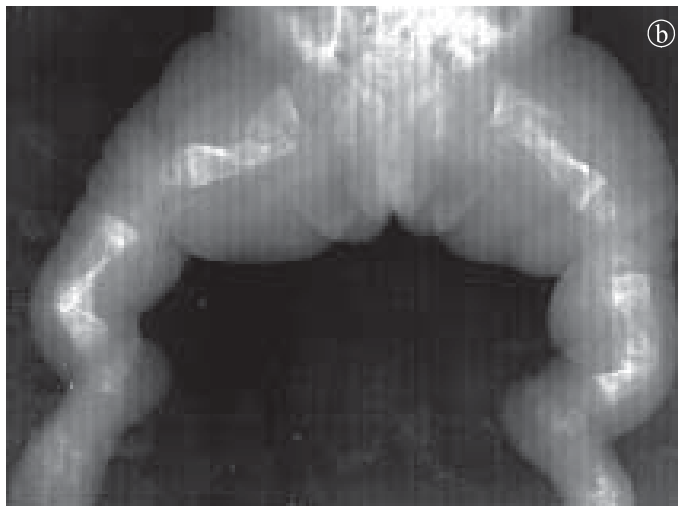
33. Osteogeneză imperfectă: Tip II a) Radiografie torace, b) Radiografie membre inferioare.
